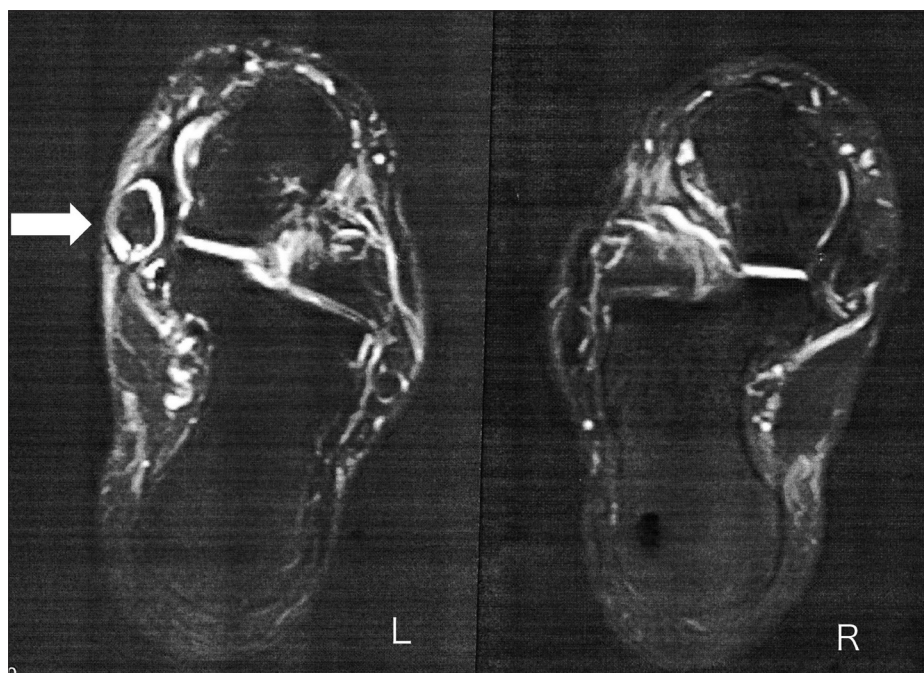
足関節部のMRI像（脂肪抑制像）腱鞘炎を示唆する所見
